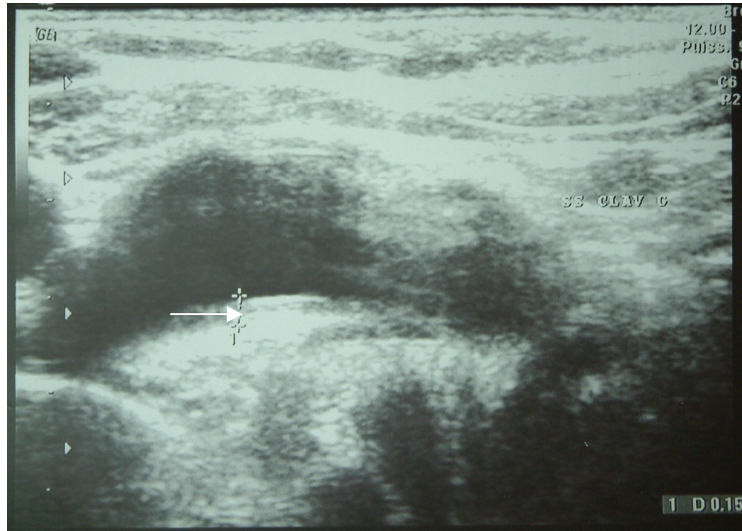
Echo doppler du cou .
